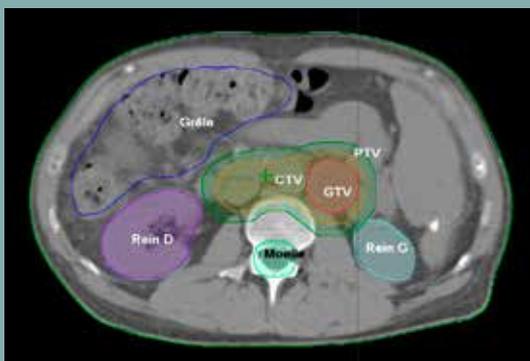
Coupe axiale du CT de planification avec les volumes cibles délimités, selon l'ICRU, ainsi que les organes à risque (OAR).
